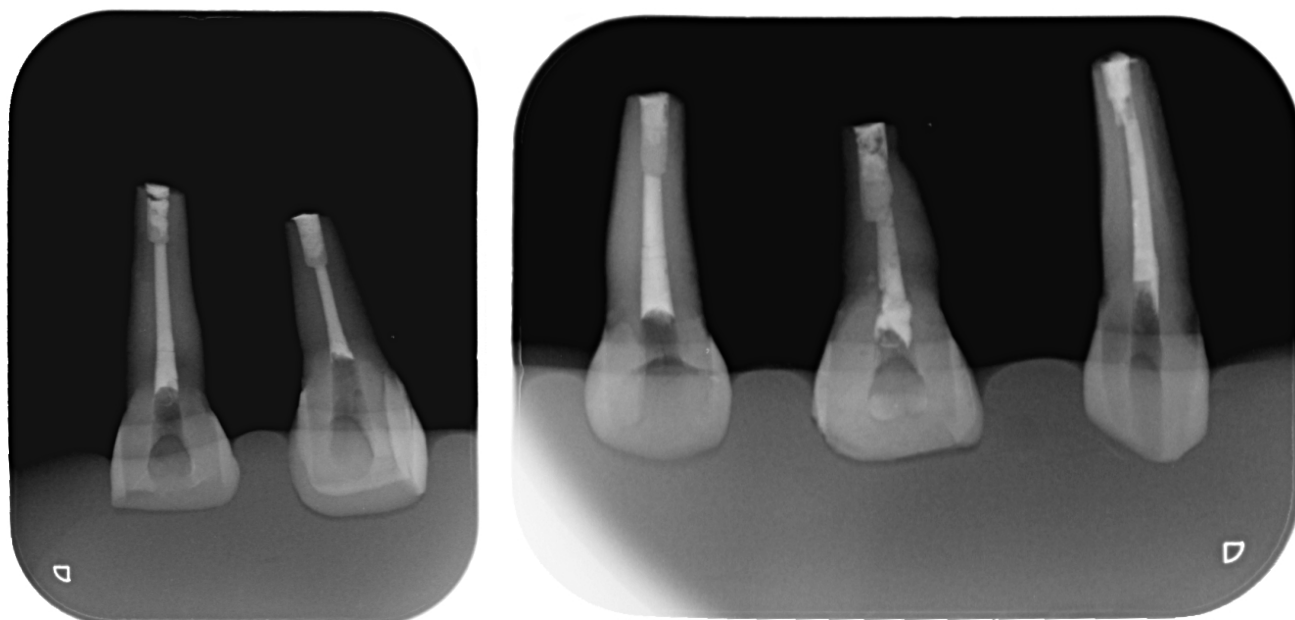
Radiografía después de la obturación a retro con IRM
